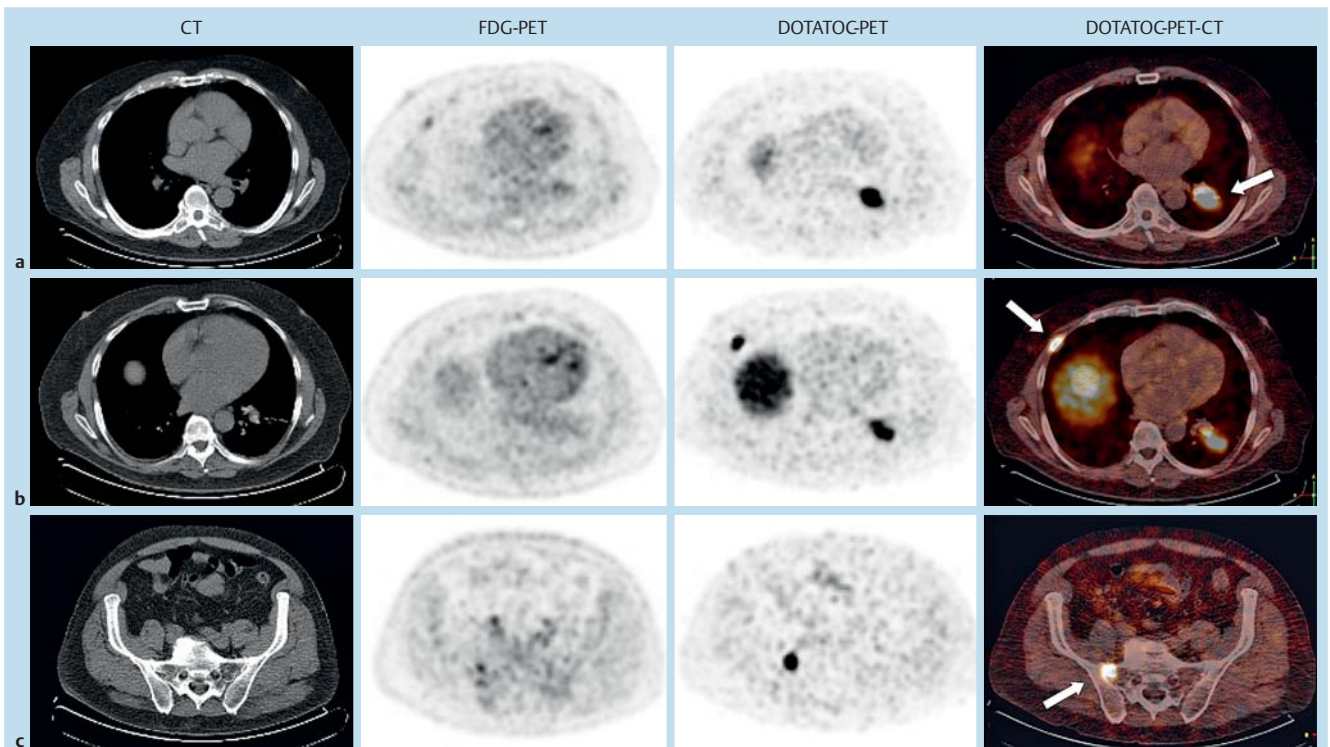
Vergleich des FDG-PET (links) mit dem DOTATOC-PET (rechts) eines Patienten mit einem metastasierten neuroendokrinen Tumor; pfeilmarkiert sind die Tumormanifestationen.
